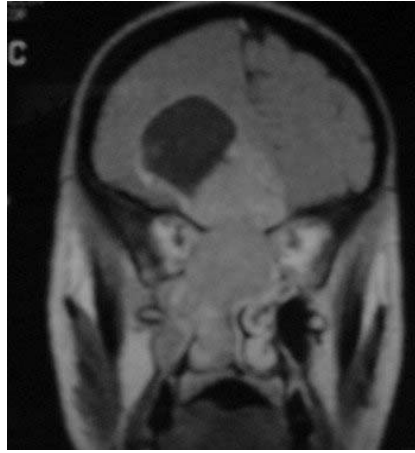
Manyetik rezonans görüntüleme T1 ağırlıklı aksiyel kesitte heterojen sinyal intensitesindeki kitle lezyonu
